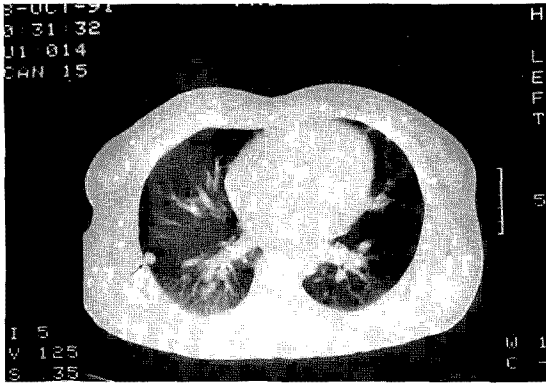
The chest CT shows tumor lesions of both hilar and peripheral lesion.
